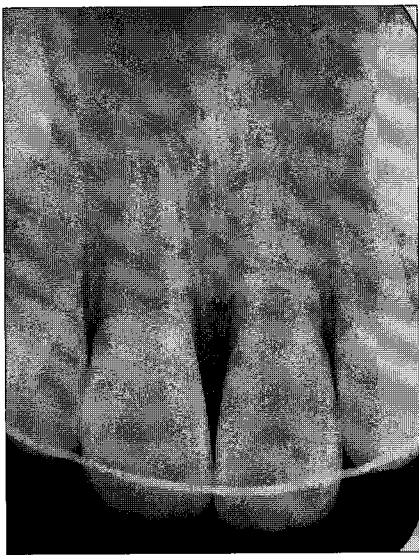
periapical view of 1st trauma
